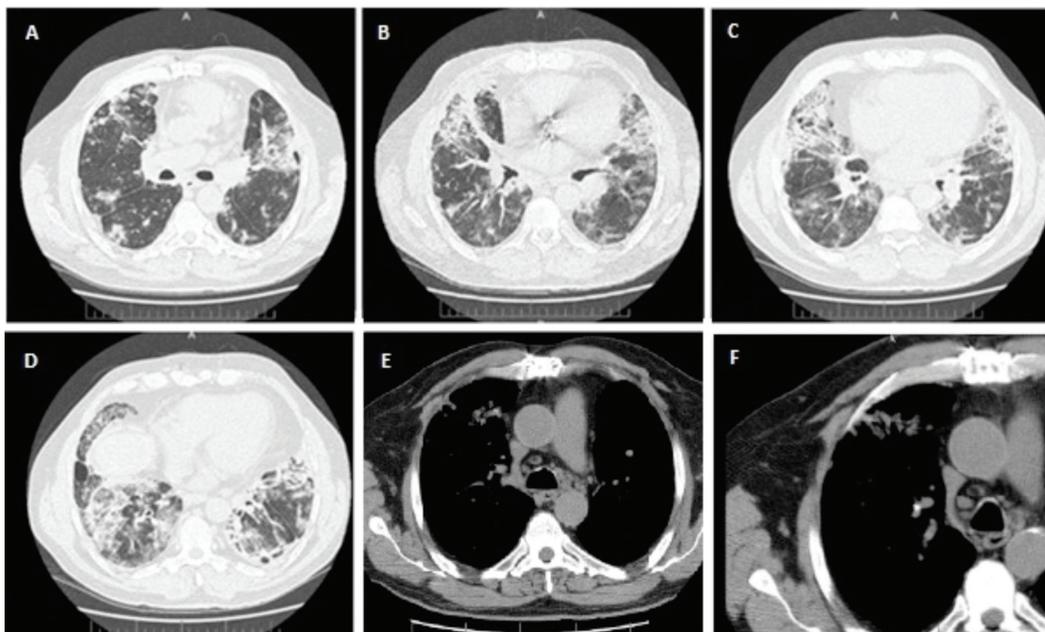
(A,B,C,D) Cortes axiais de tomografia computadorizada de alta resolução em janela pulmonar, demonstrando áreas consolidativas esparsas nos segmentos basais de ambos os pulmões, associados a brônquios e bronquíolos dilatados e com paredes espessadas. Observam-se, ainda, pequenos nódulos esparsos, principalmente, no pulmão direito, linfonodomegalias mediastinais, algumas bolhas subpleurais nas bases pulmonares e broncogramas aéreos. Em janela para mediastino (E,F), observam-se linfonodomegalias mediastinais e micronódulos calcificados no pulmão D.
